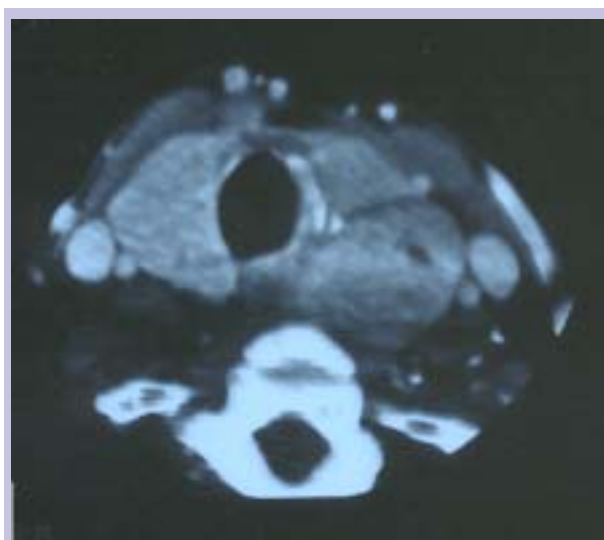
TAC cervico-torácico: bócio multinodular
